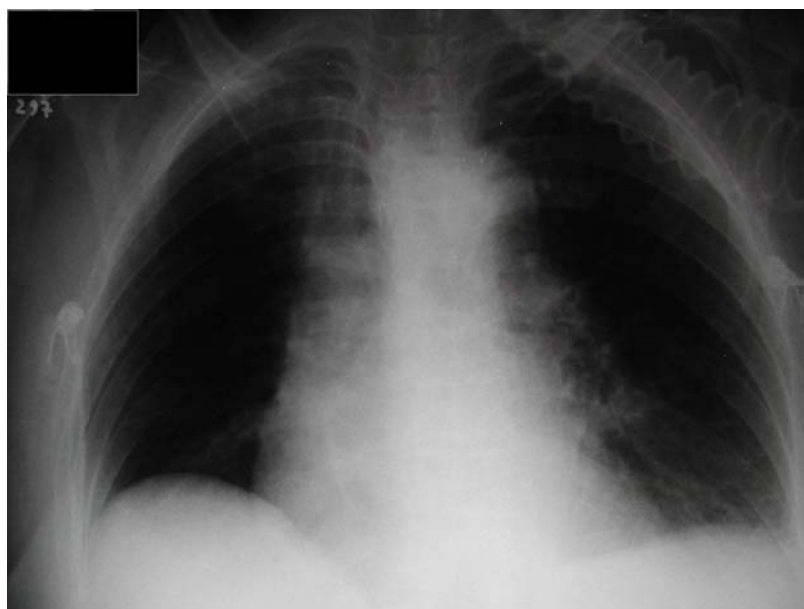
Radiografia pré-operatória do paciente 9 (posicionamento e técnica inadequados)*
